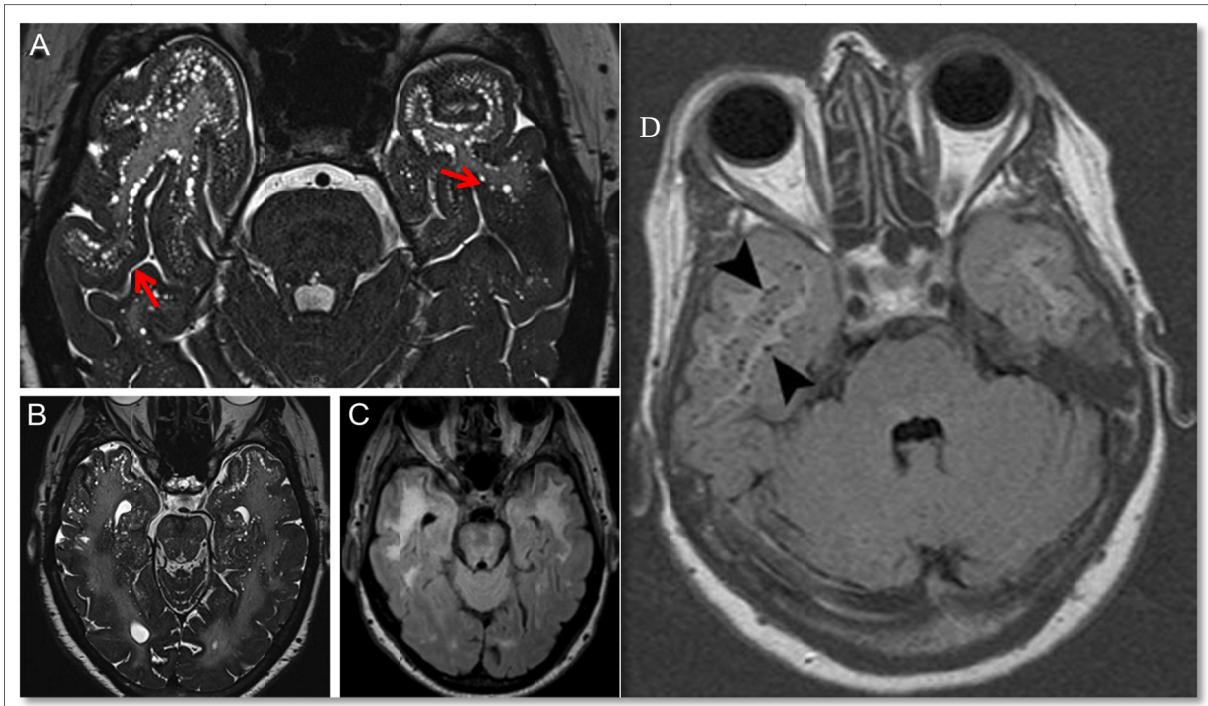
RMC con cortes axiales en secuencia SPACE (A y B) y en secuencia FLAIR (C y D). (A-B) En la región cortico-subcortical diferenciamos con claridad la presencia de LC subcorticales (flecha roja). (C) Contrasta la práctica ausencia de estos hallazgos en secuencias clásicas del mismo paciente. (D) En otro paciente con CADASIL utilizando cortes de 3 mm podemos apreciar LC subcorticales (cabeza de flecha) (modificado de Mendes et al ¹⁵⁰)
